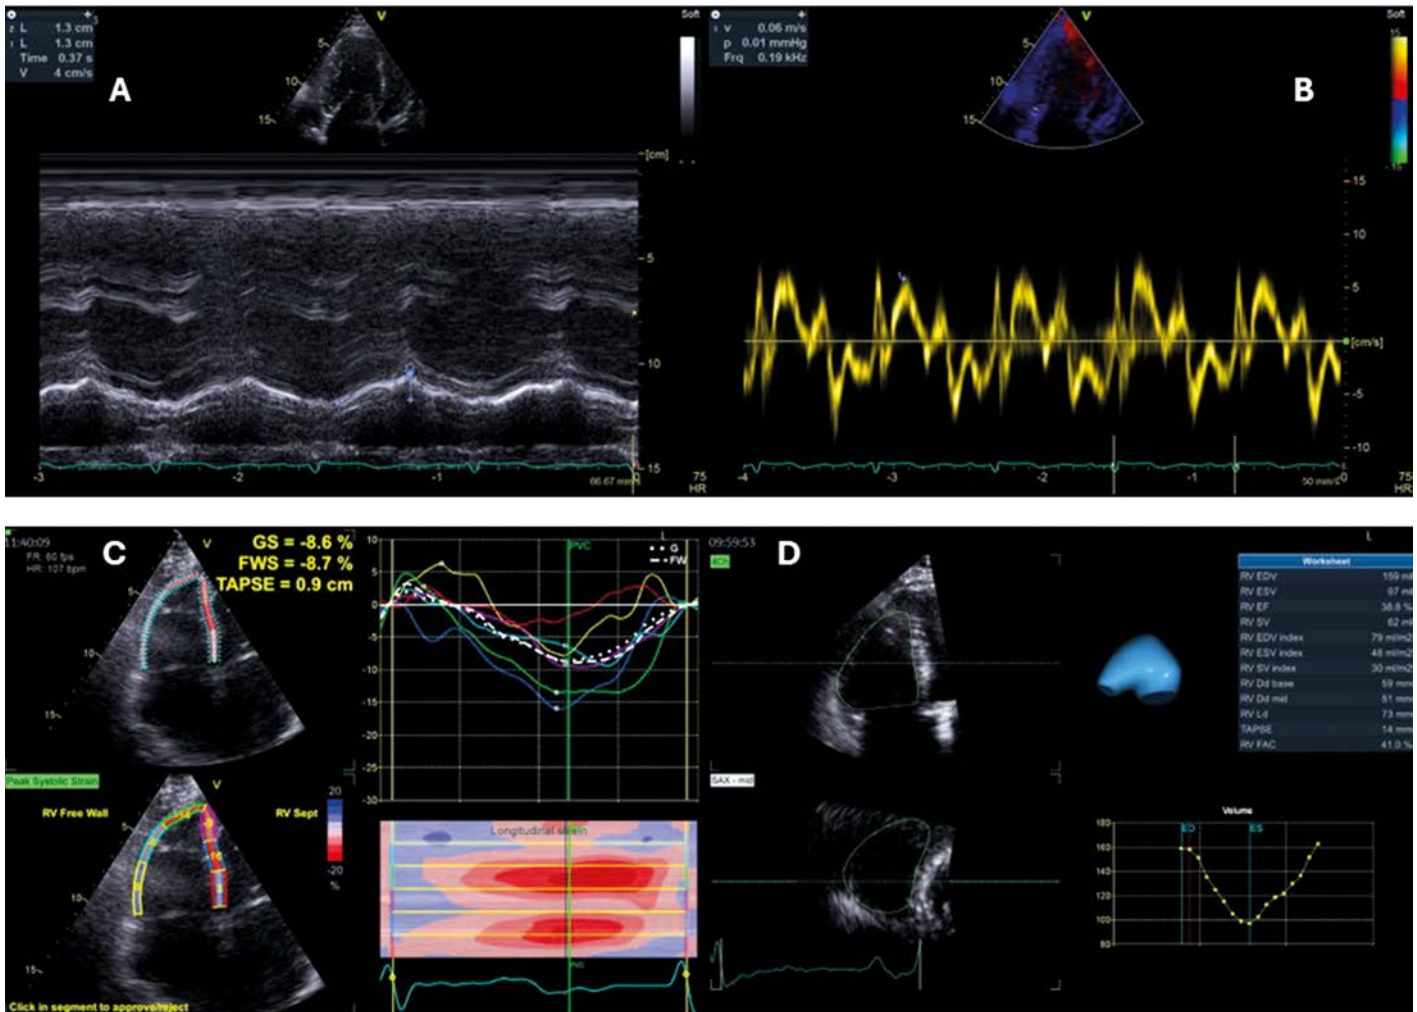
Parametry funkce pravé komory. A) měření exkurze pohybu laterálního okraje trikuspidálního anulu během srdečního cyklu v M-mode zobrazení (TAPSE); hodnota 13 mm signalizuje systolickou dysfunkci. B) vrcholová systolická rychlosti  $S'$  pohybu trikuspidálního anulu hodnocená pomocí tkáňového Dopplera; hodnota 6 cm/s znamená systolickou dysfunkci PK. C) longitudinální strain volné stěny PK (FWS – free wall strain) získaný metodou speckle-tracking. Hodnota -8,7 % odpovídá pokročilé systolické dysfunkci PK. D) 3D volumetrie s výpočtem ejekční frakce PK u nemocného s PE; hodnota 38,8 % je projevem snížené systolické funkce dilatované PK
